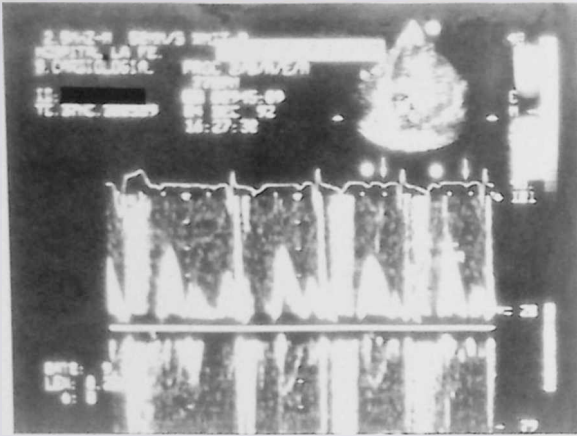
Registro con doppler pulsado del flujo de llenado del ventrículo derecho, donde se observa la influencia de la contracción del remanente auricular (asteriscos) sobre la onda E del flujo de llenado aurículo-ventricular. Las flechas indican la onda p auricular del corazón donante. Se recomienda excluir aquellos flujos en que la onda p nativa caiga en telesístole.
